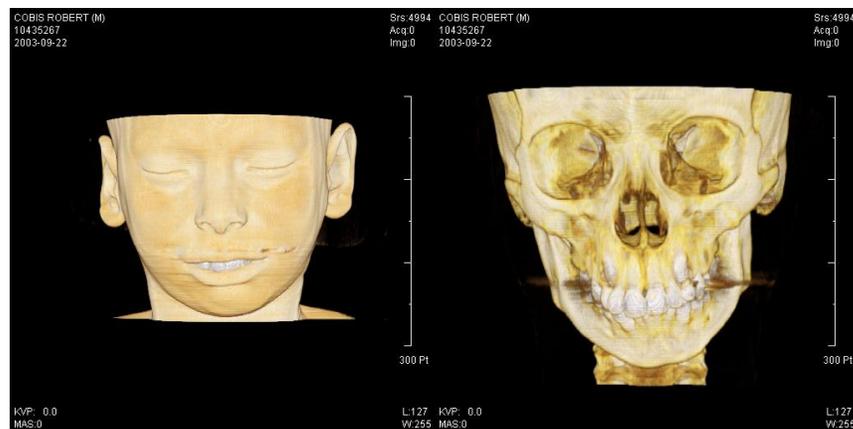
Imagen de Resonancia Magnética donde se observa la inclinación del plano oclusal en relación al plano bipupilar posterior a la fractura condilar. 2002.
